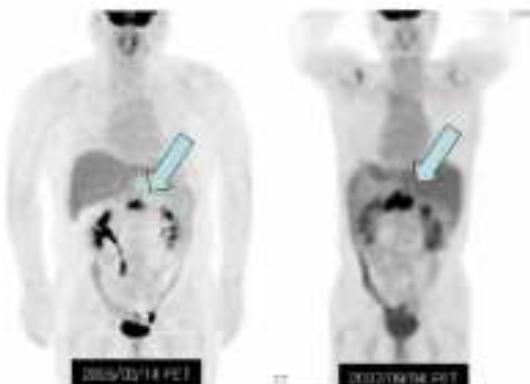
PET CT Follow Up (No distant metastasis from 14th March 2006)
